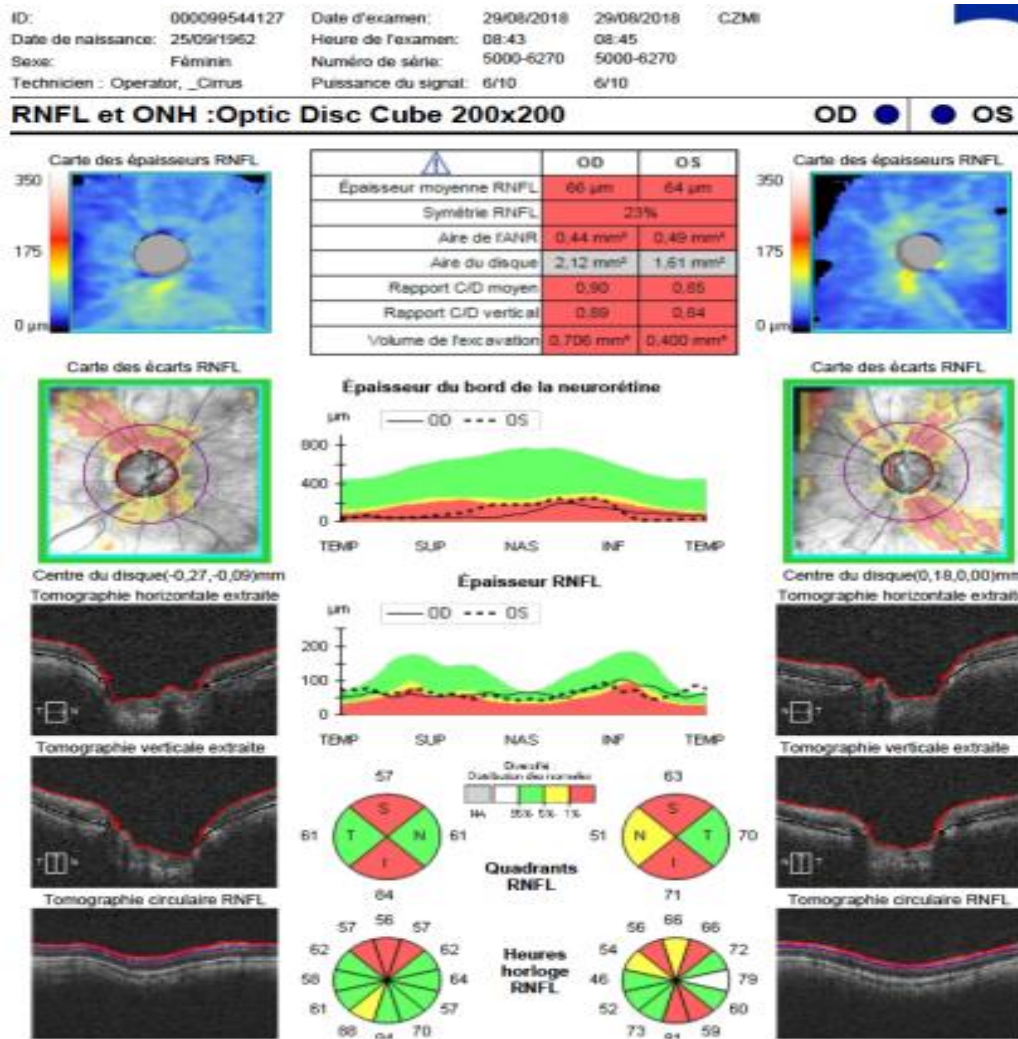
Mesure de l'épaisseur des fibres optiques à la papille par tomographie à cohérence optique (OCT)
